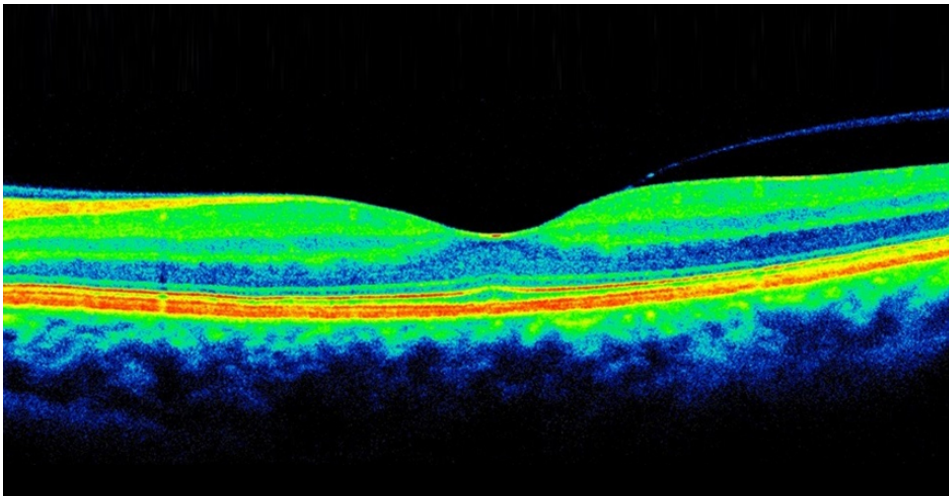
Tomografía de coherencia óptica
